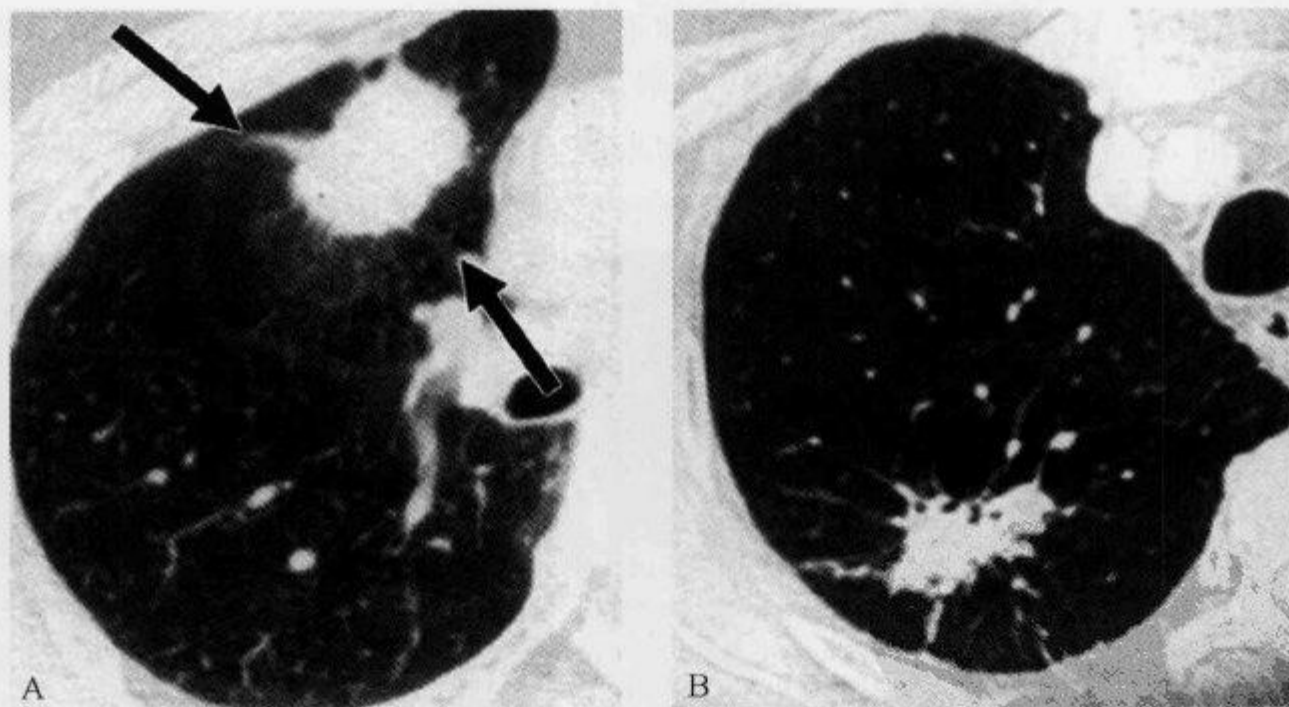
胸部 CT 平扫示“棘状突起征”
